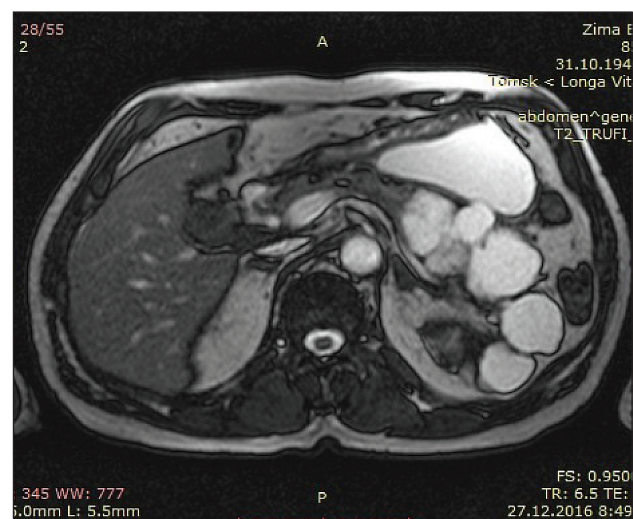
МРТ брюшной полости. Множественные кисты в теле и хвосте поджелудочной железы
